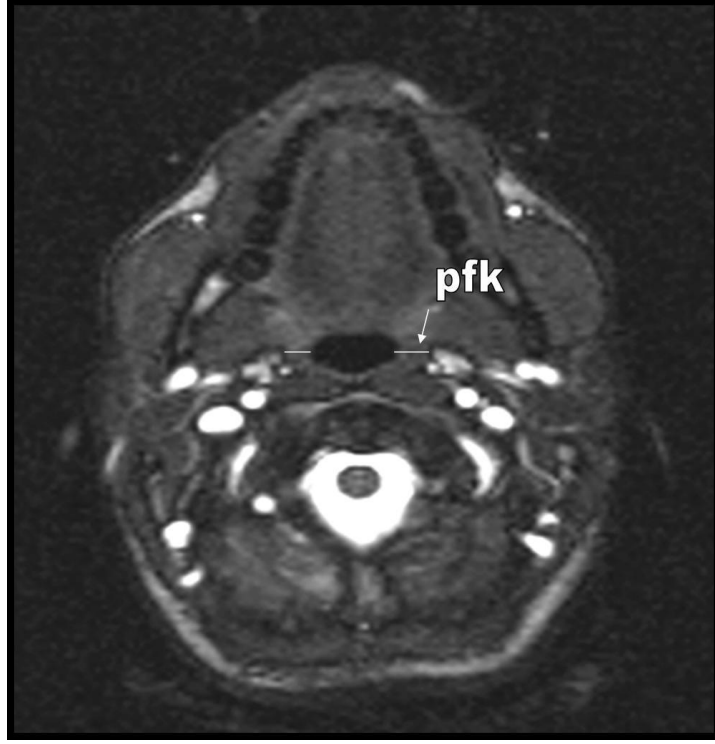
Aksiyel BT görüntüsü üzerinden hipofarinks en dar alanı ölçümü
